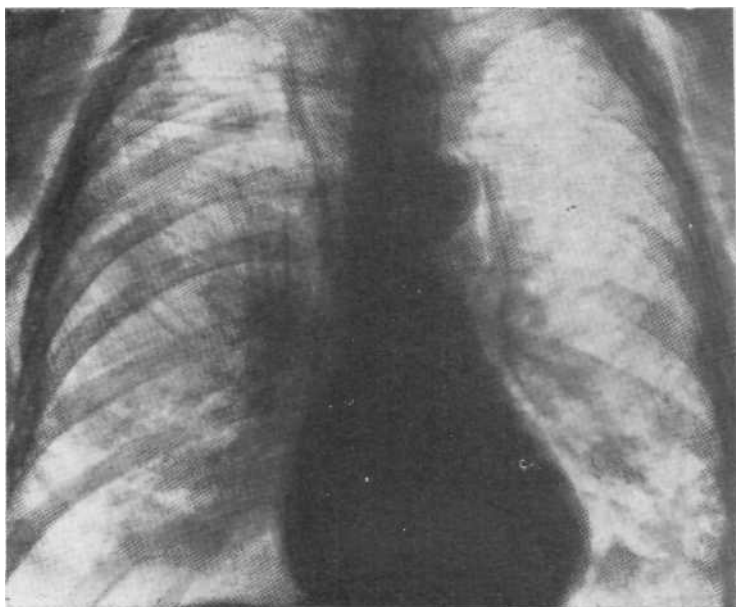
Обзорная рентгенограмма. Травматическая эмфизема средостения, обусловленная разрывом левого главного бронха.
